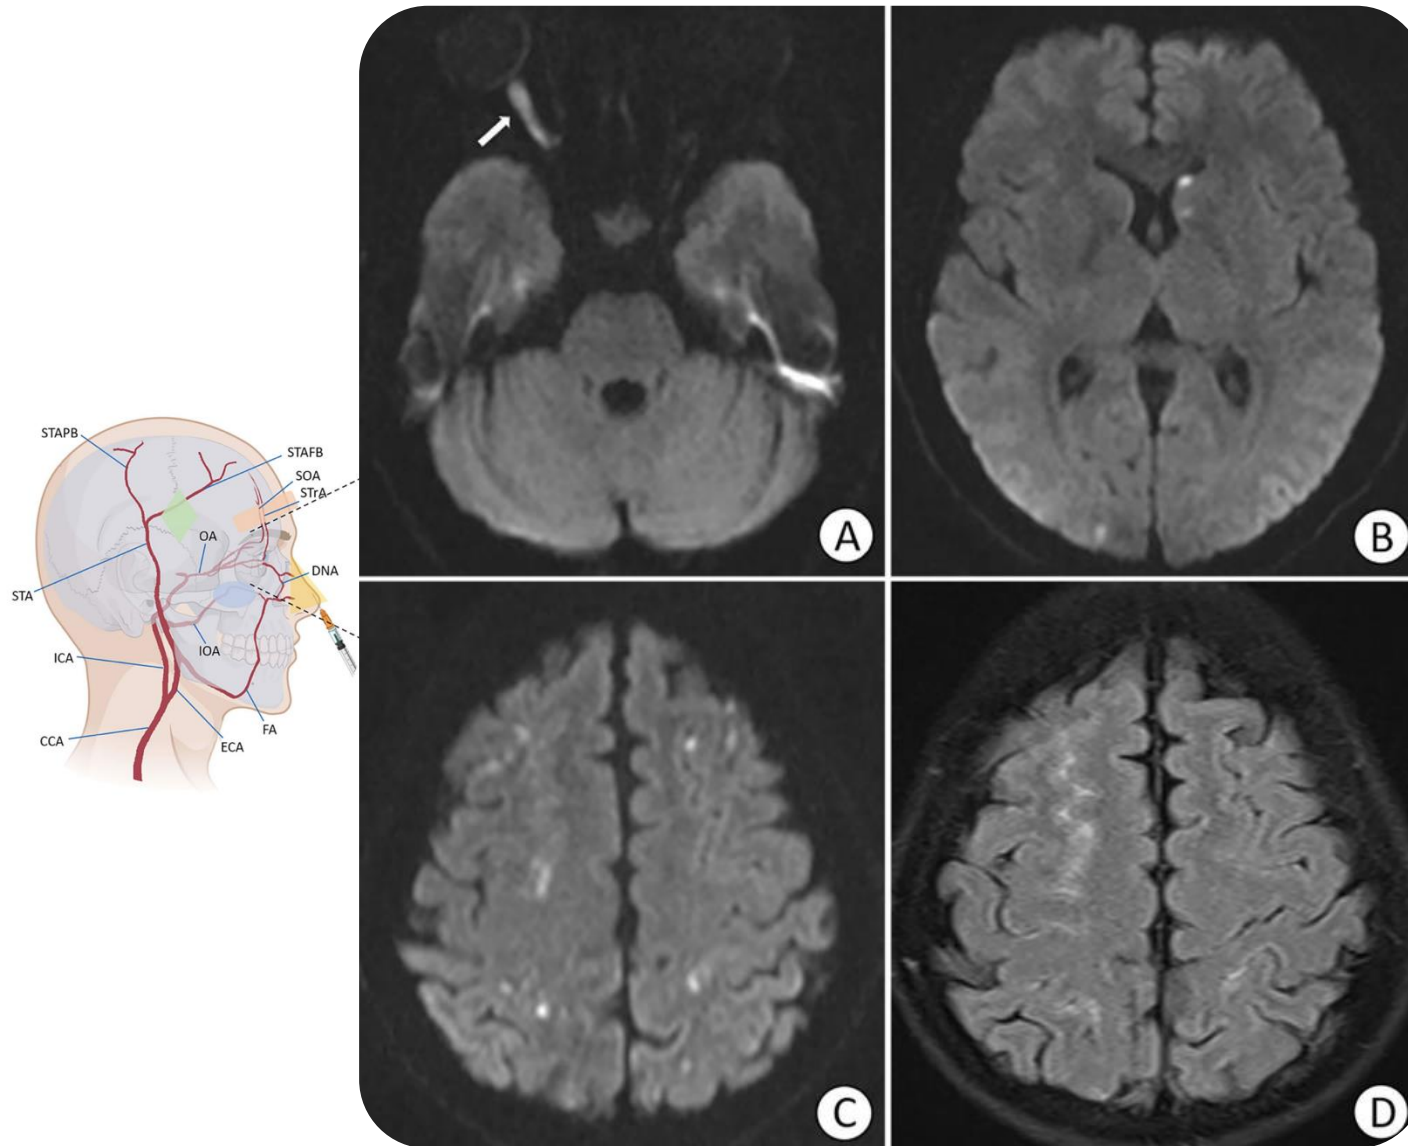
A) DWI. Isquemia aguda IIPC. B y C) DWI, focos de isquemia dispersos. D) FLAIR- HSA
